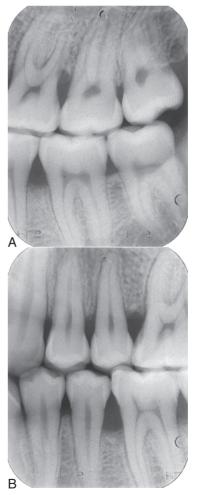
A, Radiografia interproximal vertical de molares. B, Radiografia interproximal vertical de pré-molares.
